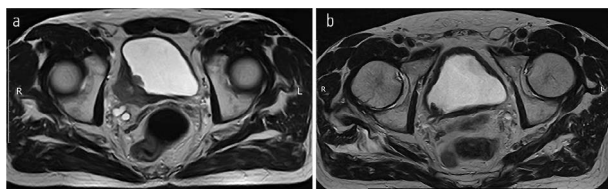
МРТ ОМТ от 27.12.2021 в сравнении с МРТ от 24.03.2022. Состояние после 6-го курса лекарственного лечения по схеме EP: отсутствие опухолевого роста.
